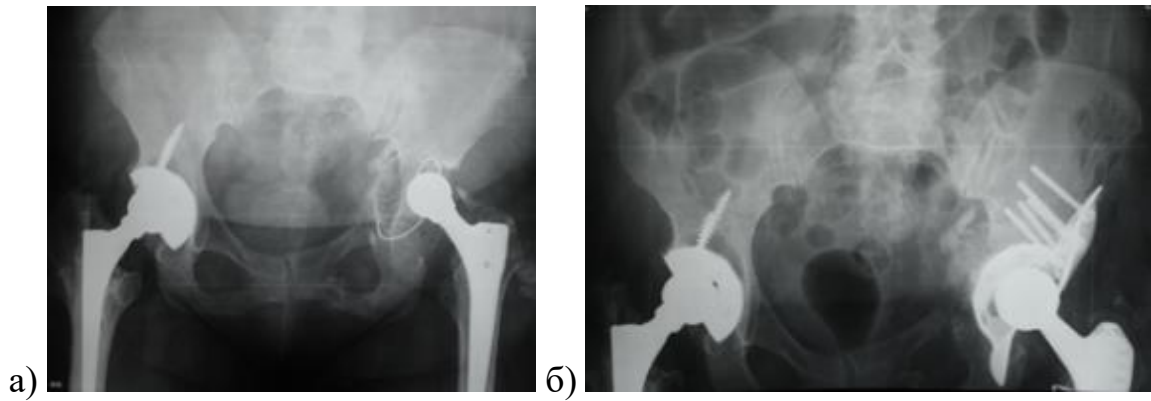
Рентгенограммы пациентки 50 лет с дефектом 2С типа: а) при поступлении; б) после ревизии.
